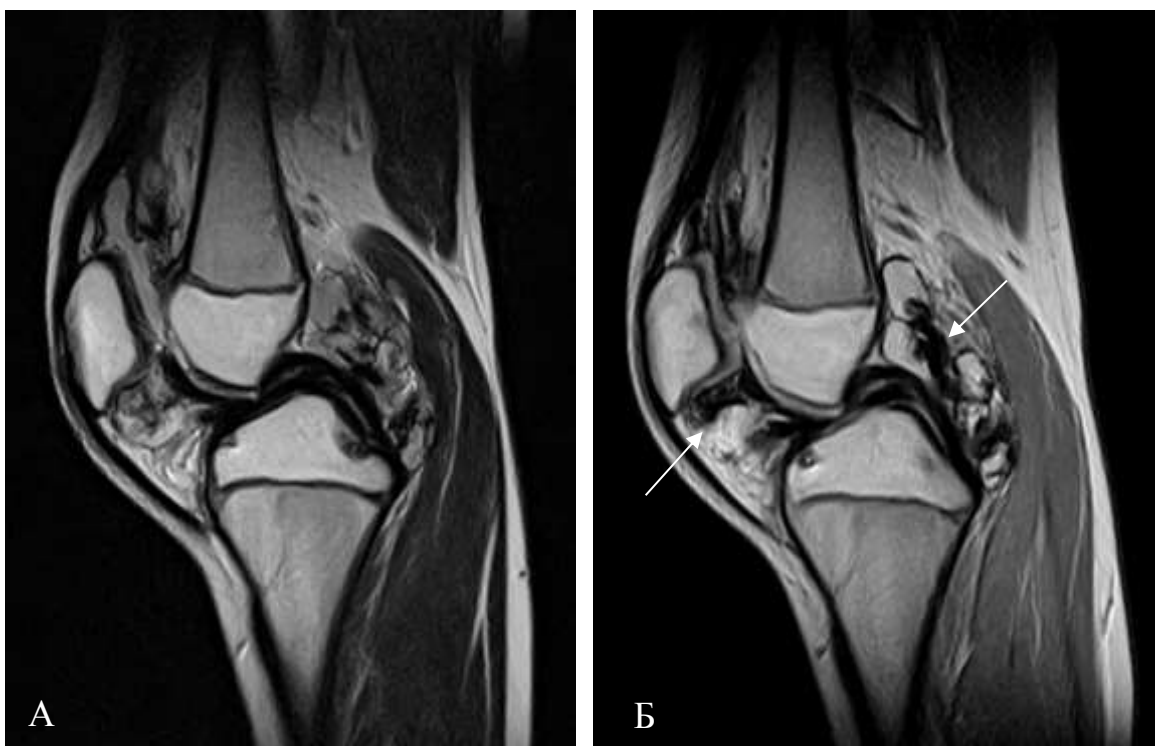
МРТ коленного сустава в сагиттальной проекции в режиме Т2-ВИ. А – 2012 год, Б – 2013 год. Определяется уменьшение количества жидкости в супрапателлярном завороте, сохраняется утолщение синовия, массивные отложения гемосидерина по передней и задней поверхности сустава
